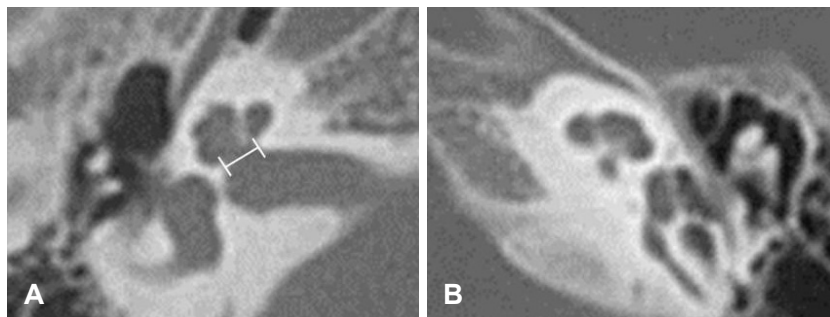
Measurement of the width of the bony cochlear nerve canal (BCNC). Axial slice of the temporal bone computed tomography where the width are maximal among contiguous sections. The width was obtained by measuring the distance between the inner margins of bony walls at mid-portion (white long line between short two vertical lines)(A). The width of BCNC is narrow and cochlea is slightly hypoplastic (B).
